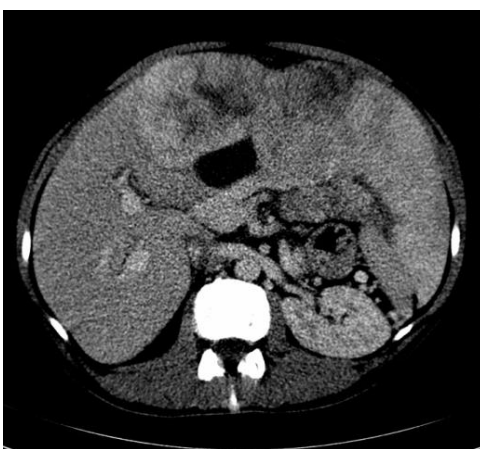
КТ брюшной полости, венозная фаза. 31.10.2011 г. (до лечения).
